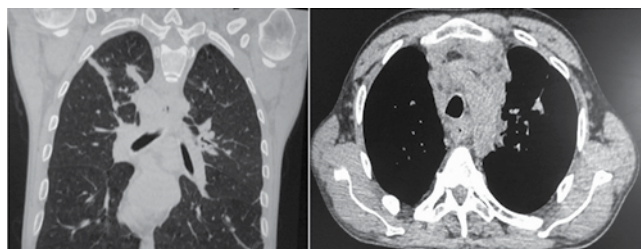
Рентгенологическая картина органов грудной клетки пациента Т. после лечения бедаквилином
